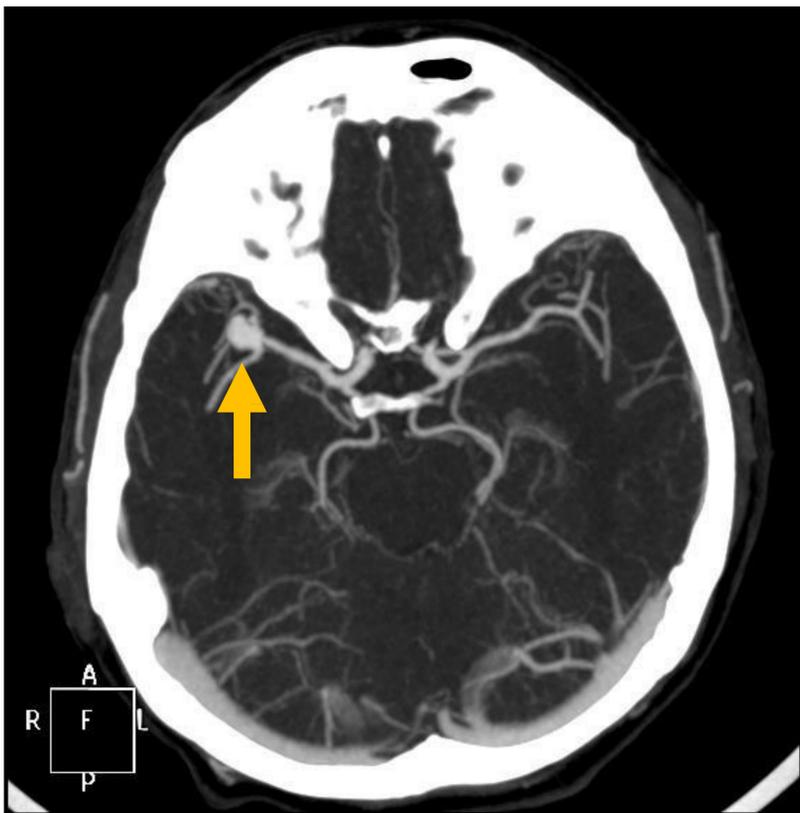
Dos casos de aneurismas de arteria cerebral media derecha en pacientes con poliquistosis renal, estudiadas mediante angio-TC (fila superior) y RM (TOF y T2).
